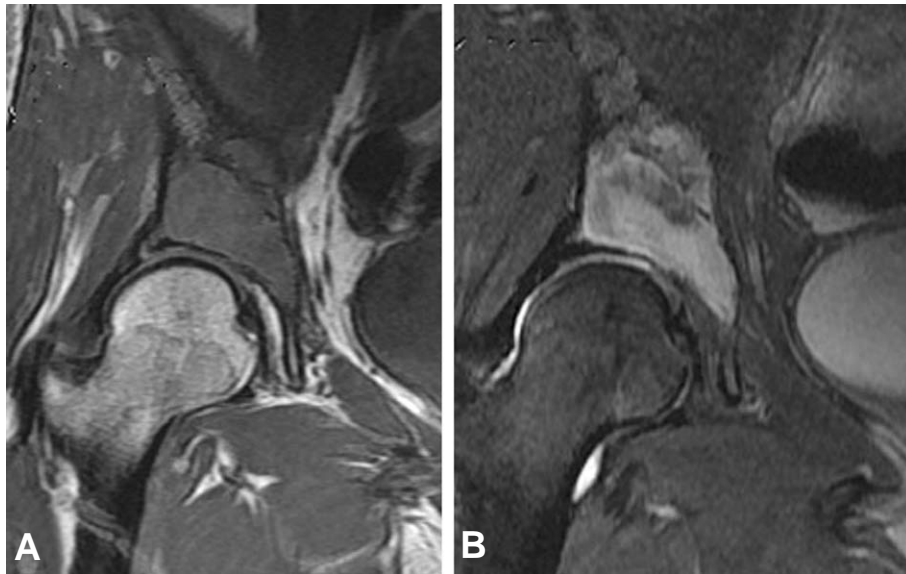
Coronal T1-weighted (A) and coronal T2-weighted (B) MR image shows intramedullary periacetabular lesion without destruction of cortex.
